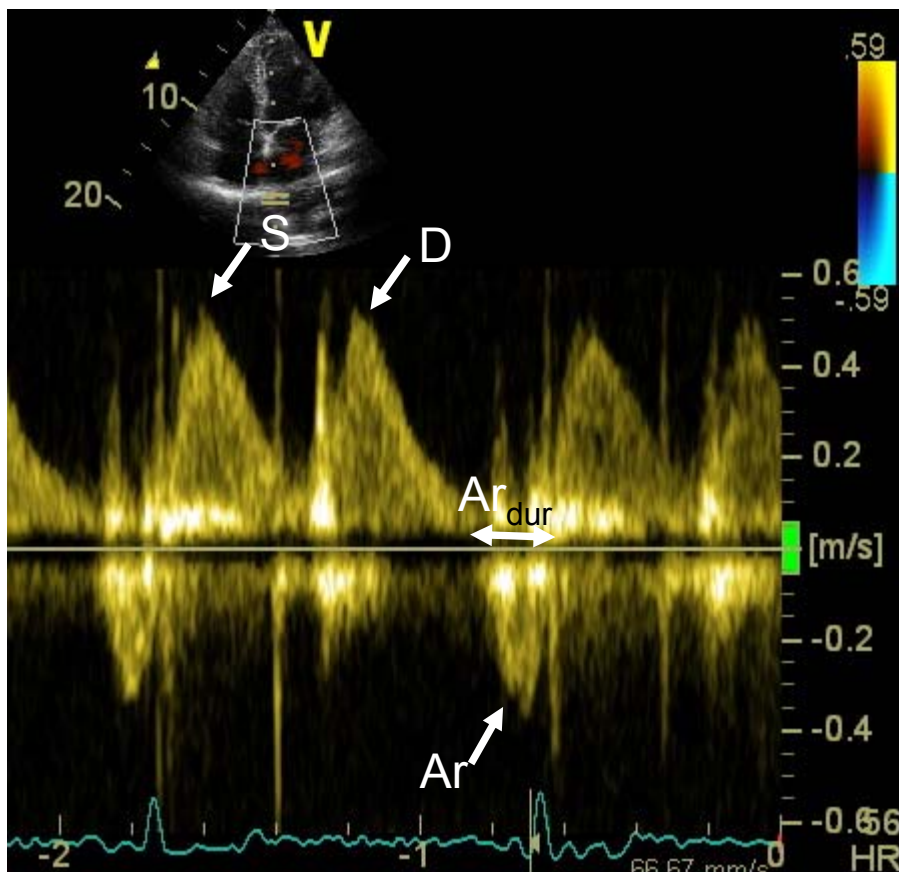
Fluxo venoso pulmonar. Fluxo venoso pulmonar obtido com o cursor do Doppler pulsado na veia pulmonar superior direita. São aferidas as velocidades sistólica (S) e diastólica (D), e a velocidade máxima da onda A reversa (Ar) e sua duração (Ar_{dur}).
